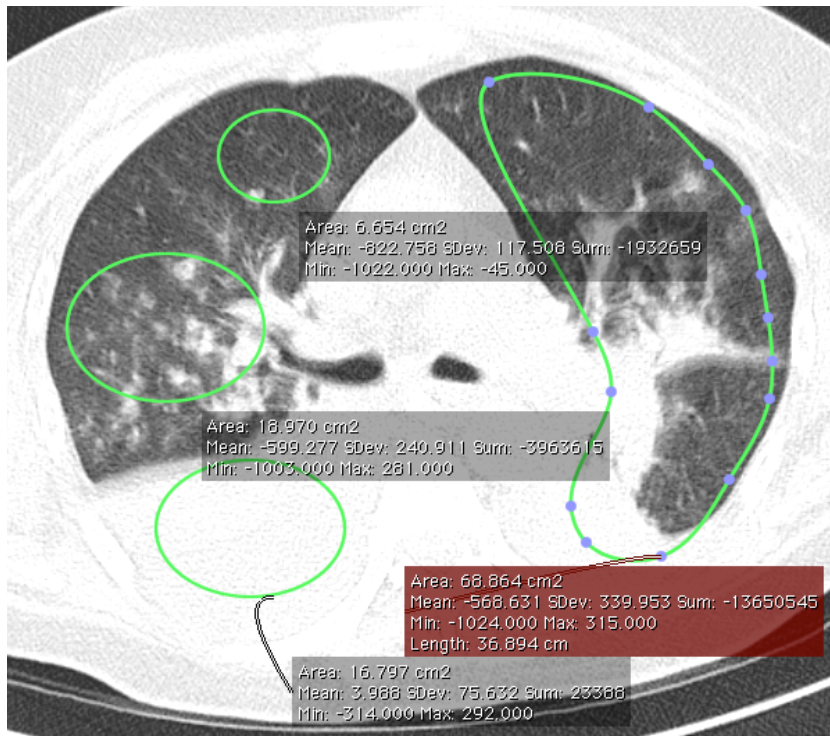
Методика оценки денситометрической плотности томограмм легких
